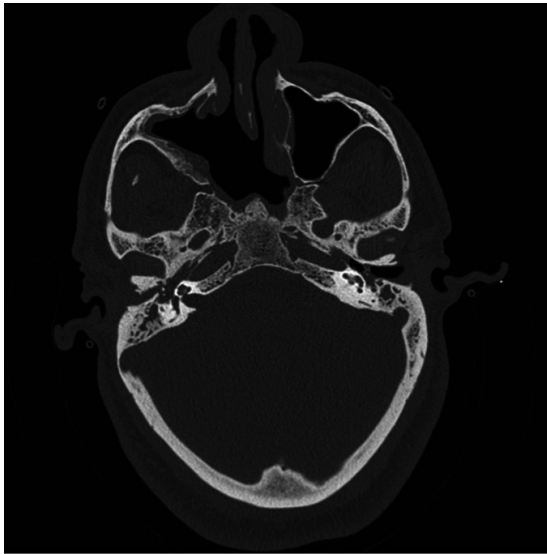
Tomografía computarizada sin contraste que muestra densidades de partes blandas en oído medio derecho y cavidad
